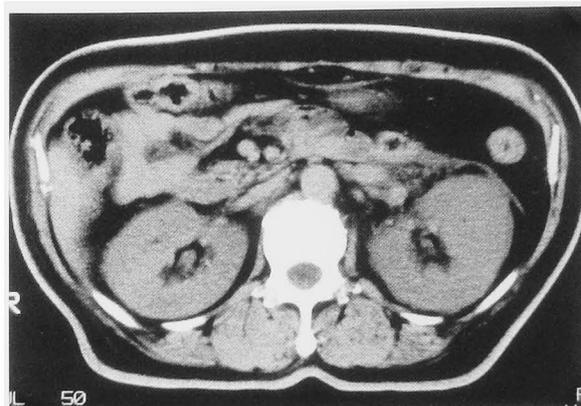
Non-enhanced CT of case 2 showed swelling of the left renal parenchyma.
